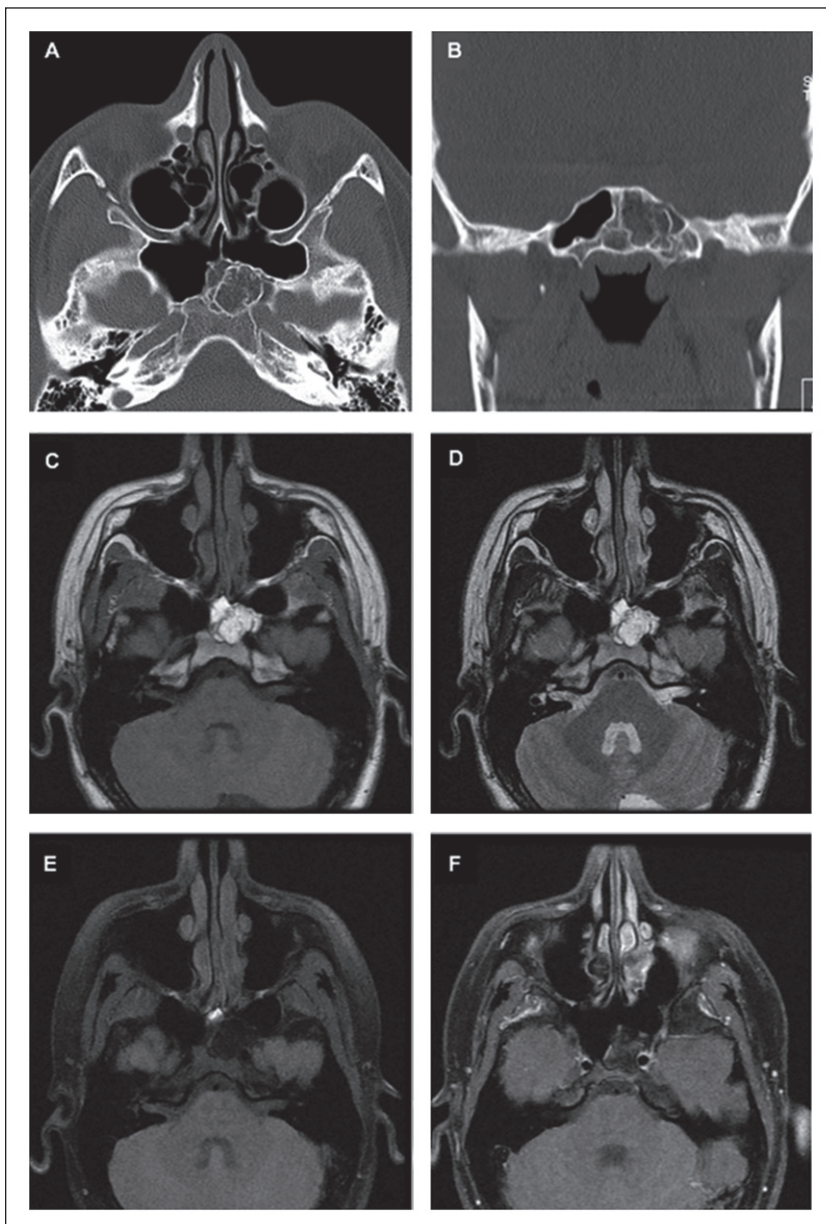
A y B: Reconstrucción axial (a) y coronal (b) de TC de cavidades paranasales que muestra una lesión esfenoidal izquierda de bordes bien definidos, con matriz de baja densidad con trabéculas óseas curvilíneas en su interior. C-F: Secuencias axiales ponderadas en T1 (c), T2 (d), T1 FAT SAT (e) y T1 Gadolinio (f) de RM, que muestran una lesión de bordes bien definidos, predominantemente hiperintensa en secuencias T1 y T2, que se suprime en secuencia T1 FAT SAT, compatible con componente grasa. Las imágenes de baja señal se corresponden con el trabeculado óseo visto en la TC. No muestra realce con el uso de gadolinio.
